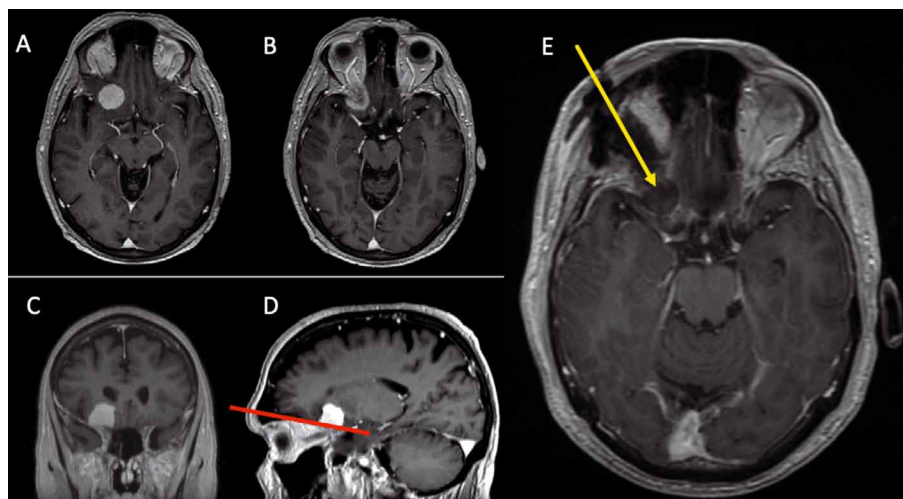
МР-томограммы пациента с менингиомой правого ПНО, оперированного с использованием правостороннего супраорбитального трансбровного минидоступа. А и В — аксиальные проекции до операции, С — коронарная проекция до операции, D — сагиттальная проекция до операции, E — аксиальная проекция после операции
